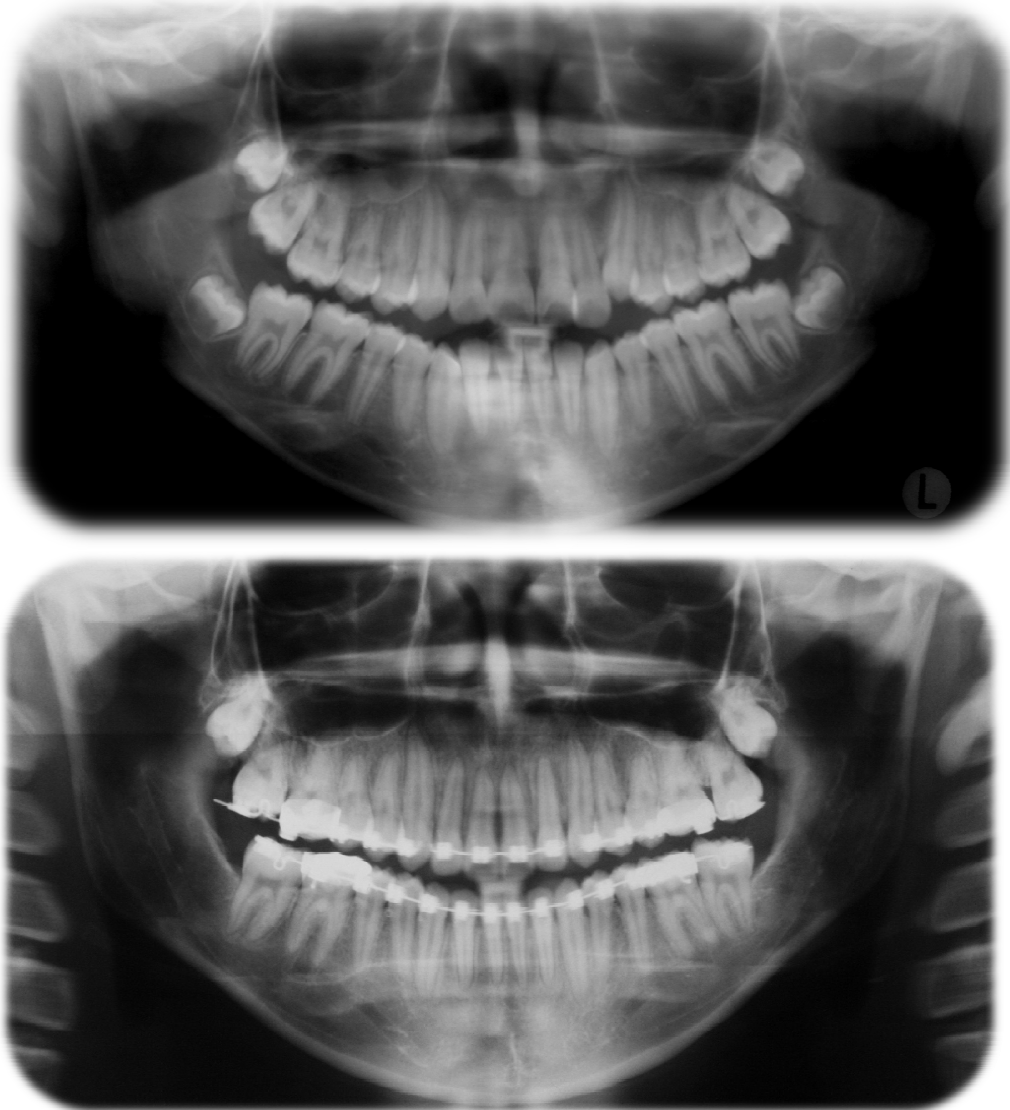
Radiografía Panorámica. Superior: Pretratamiento; Inferior: Final
